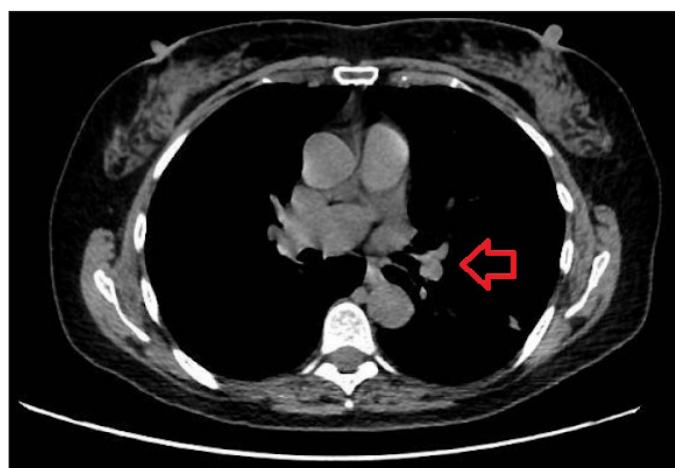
Corte transversal de TC de tórax que muestra una imagen nodular en LII de unos 12 mm de características indeterminadas (Flecha roja).
